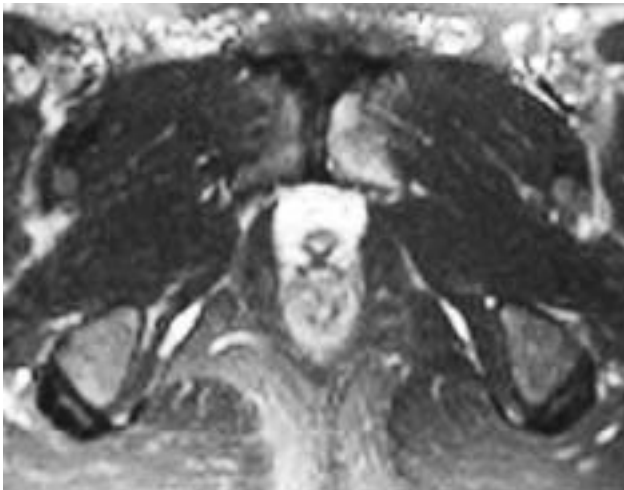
Axial fat-suppressed T2-weighted MR image of the pelvis in a young soccerplayer with chronic pain in the left groin.
